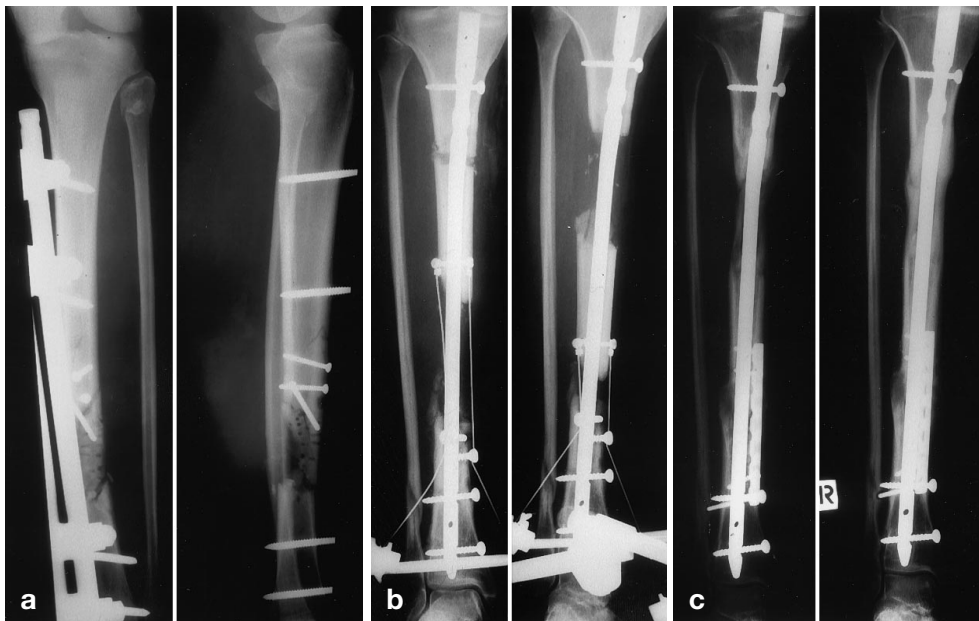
a–c. Defektpseudarthrose. a Defekt und avitales Segment der Tibia nach zweitgradig offener Fraktur und Versuch der partiellen Fragmenterhaltung. b Röntgenkontrolle nach Resektion des gesamten defekten und avitalen Segmentes und Beginn des Segmenttransportes über unaufgebohrtem Marknagel. c Röntgenkontrolle 8 Wochen nach Beendigung des Segmenttransportes, Plattenosteosynthese und Spongiosaplastik an der distalen Anschlußstelle (*links*) sowie Jahreskontrolle (*rechts*)
